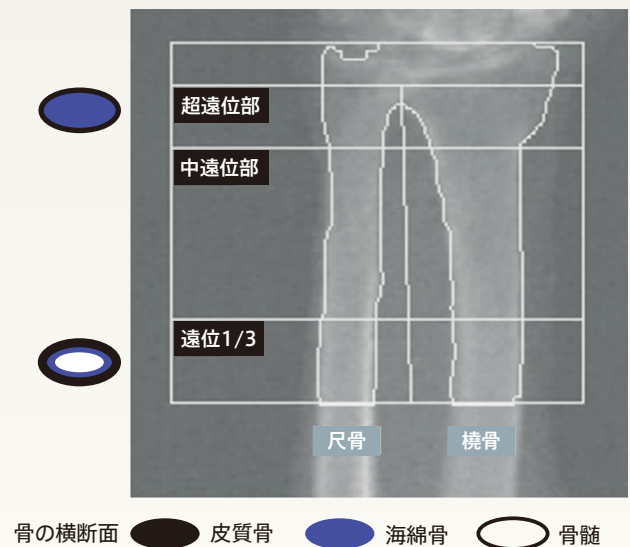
橈骨遠位の組成と二重X線吸収法測定における関心領域(ACTIVE試験)
